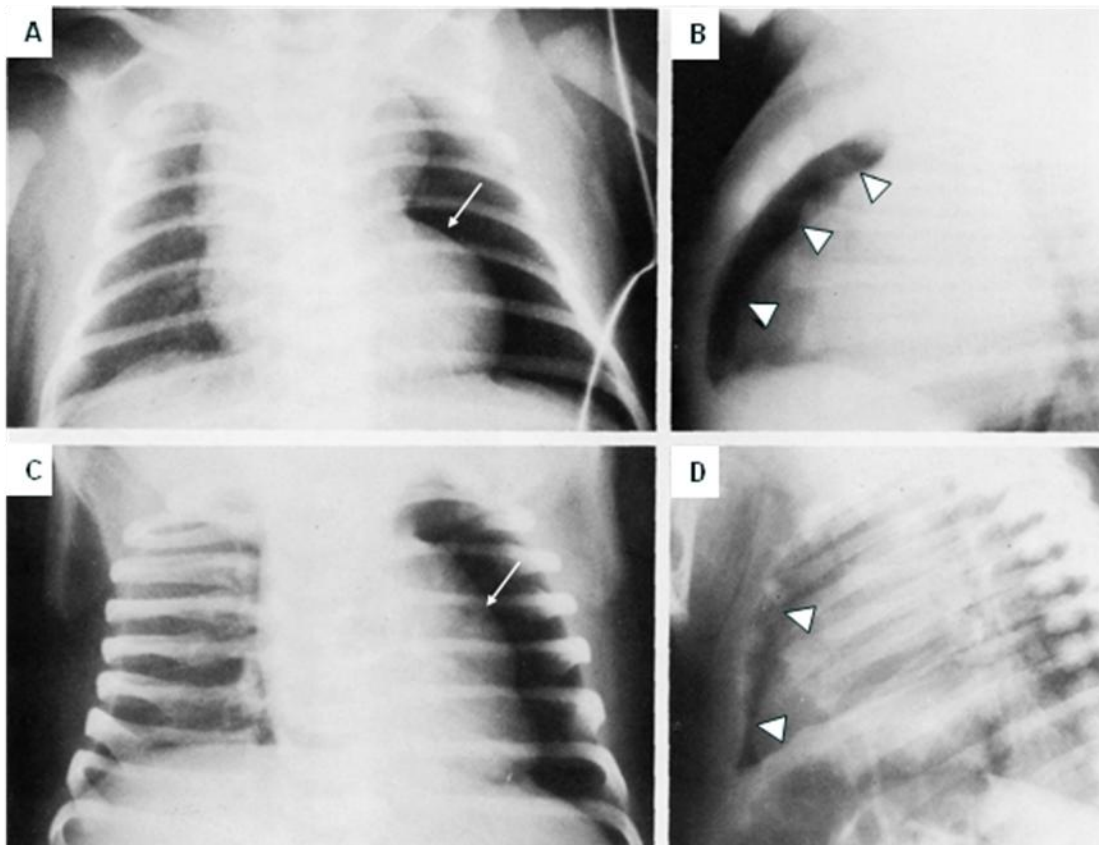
85. Dos casos de neumotórax izquierdo. A y C. Radiografías frontales de tórax, recién nacidos con hemitórax izquierdo más claro que el derecho y un borde mediastinal claramente delimitado (flechas), hallazgo que puede presentarse si el paciente está rotado hacia la izquierda. B y D. Radiografías laterales de los mismos pacientes, hay una gran cantidad de aire por delante del pulmón izquierdo (cabezas de flecha).
